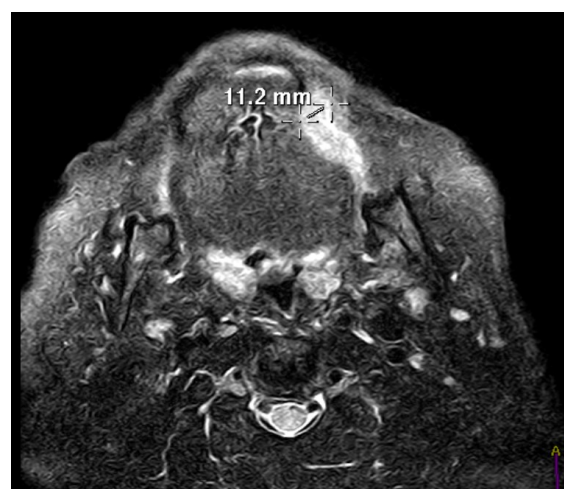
RM axial de CE lingual izquierdo. Secuencia T2 con saturación grasa.
